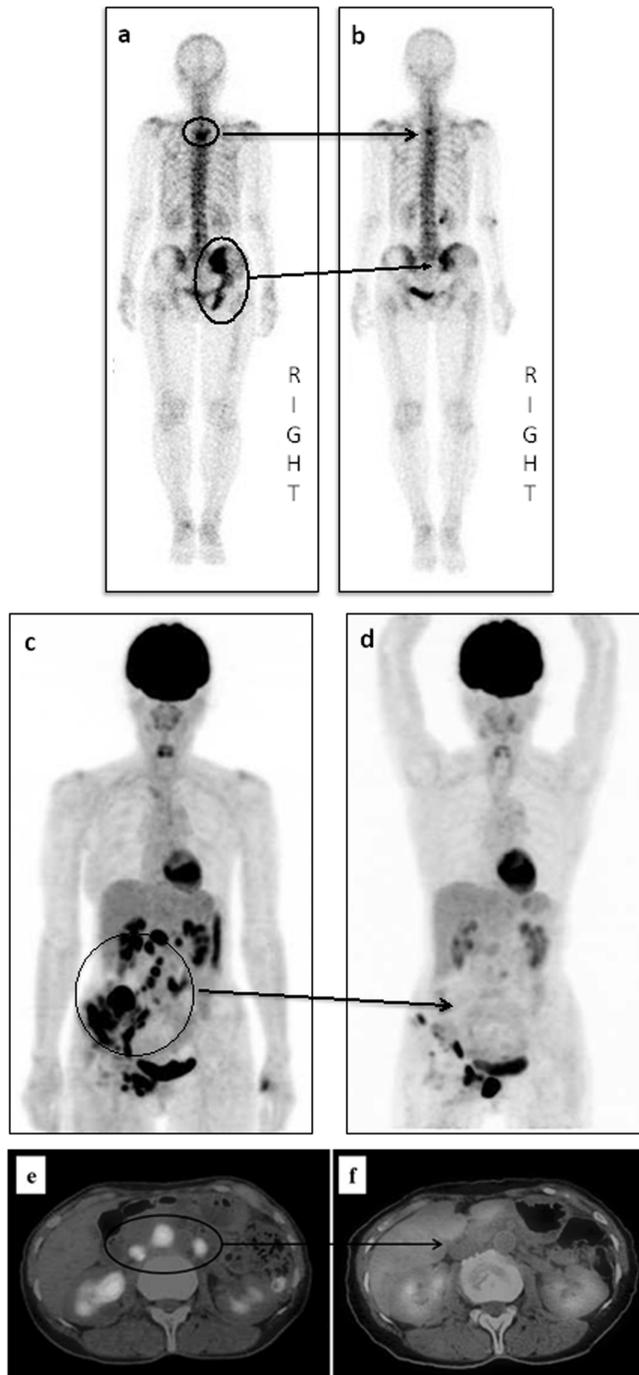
骨シンチグラフィとFDG-PET/CT検査による治療前後の変化
